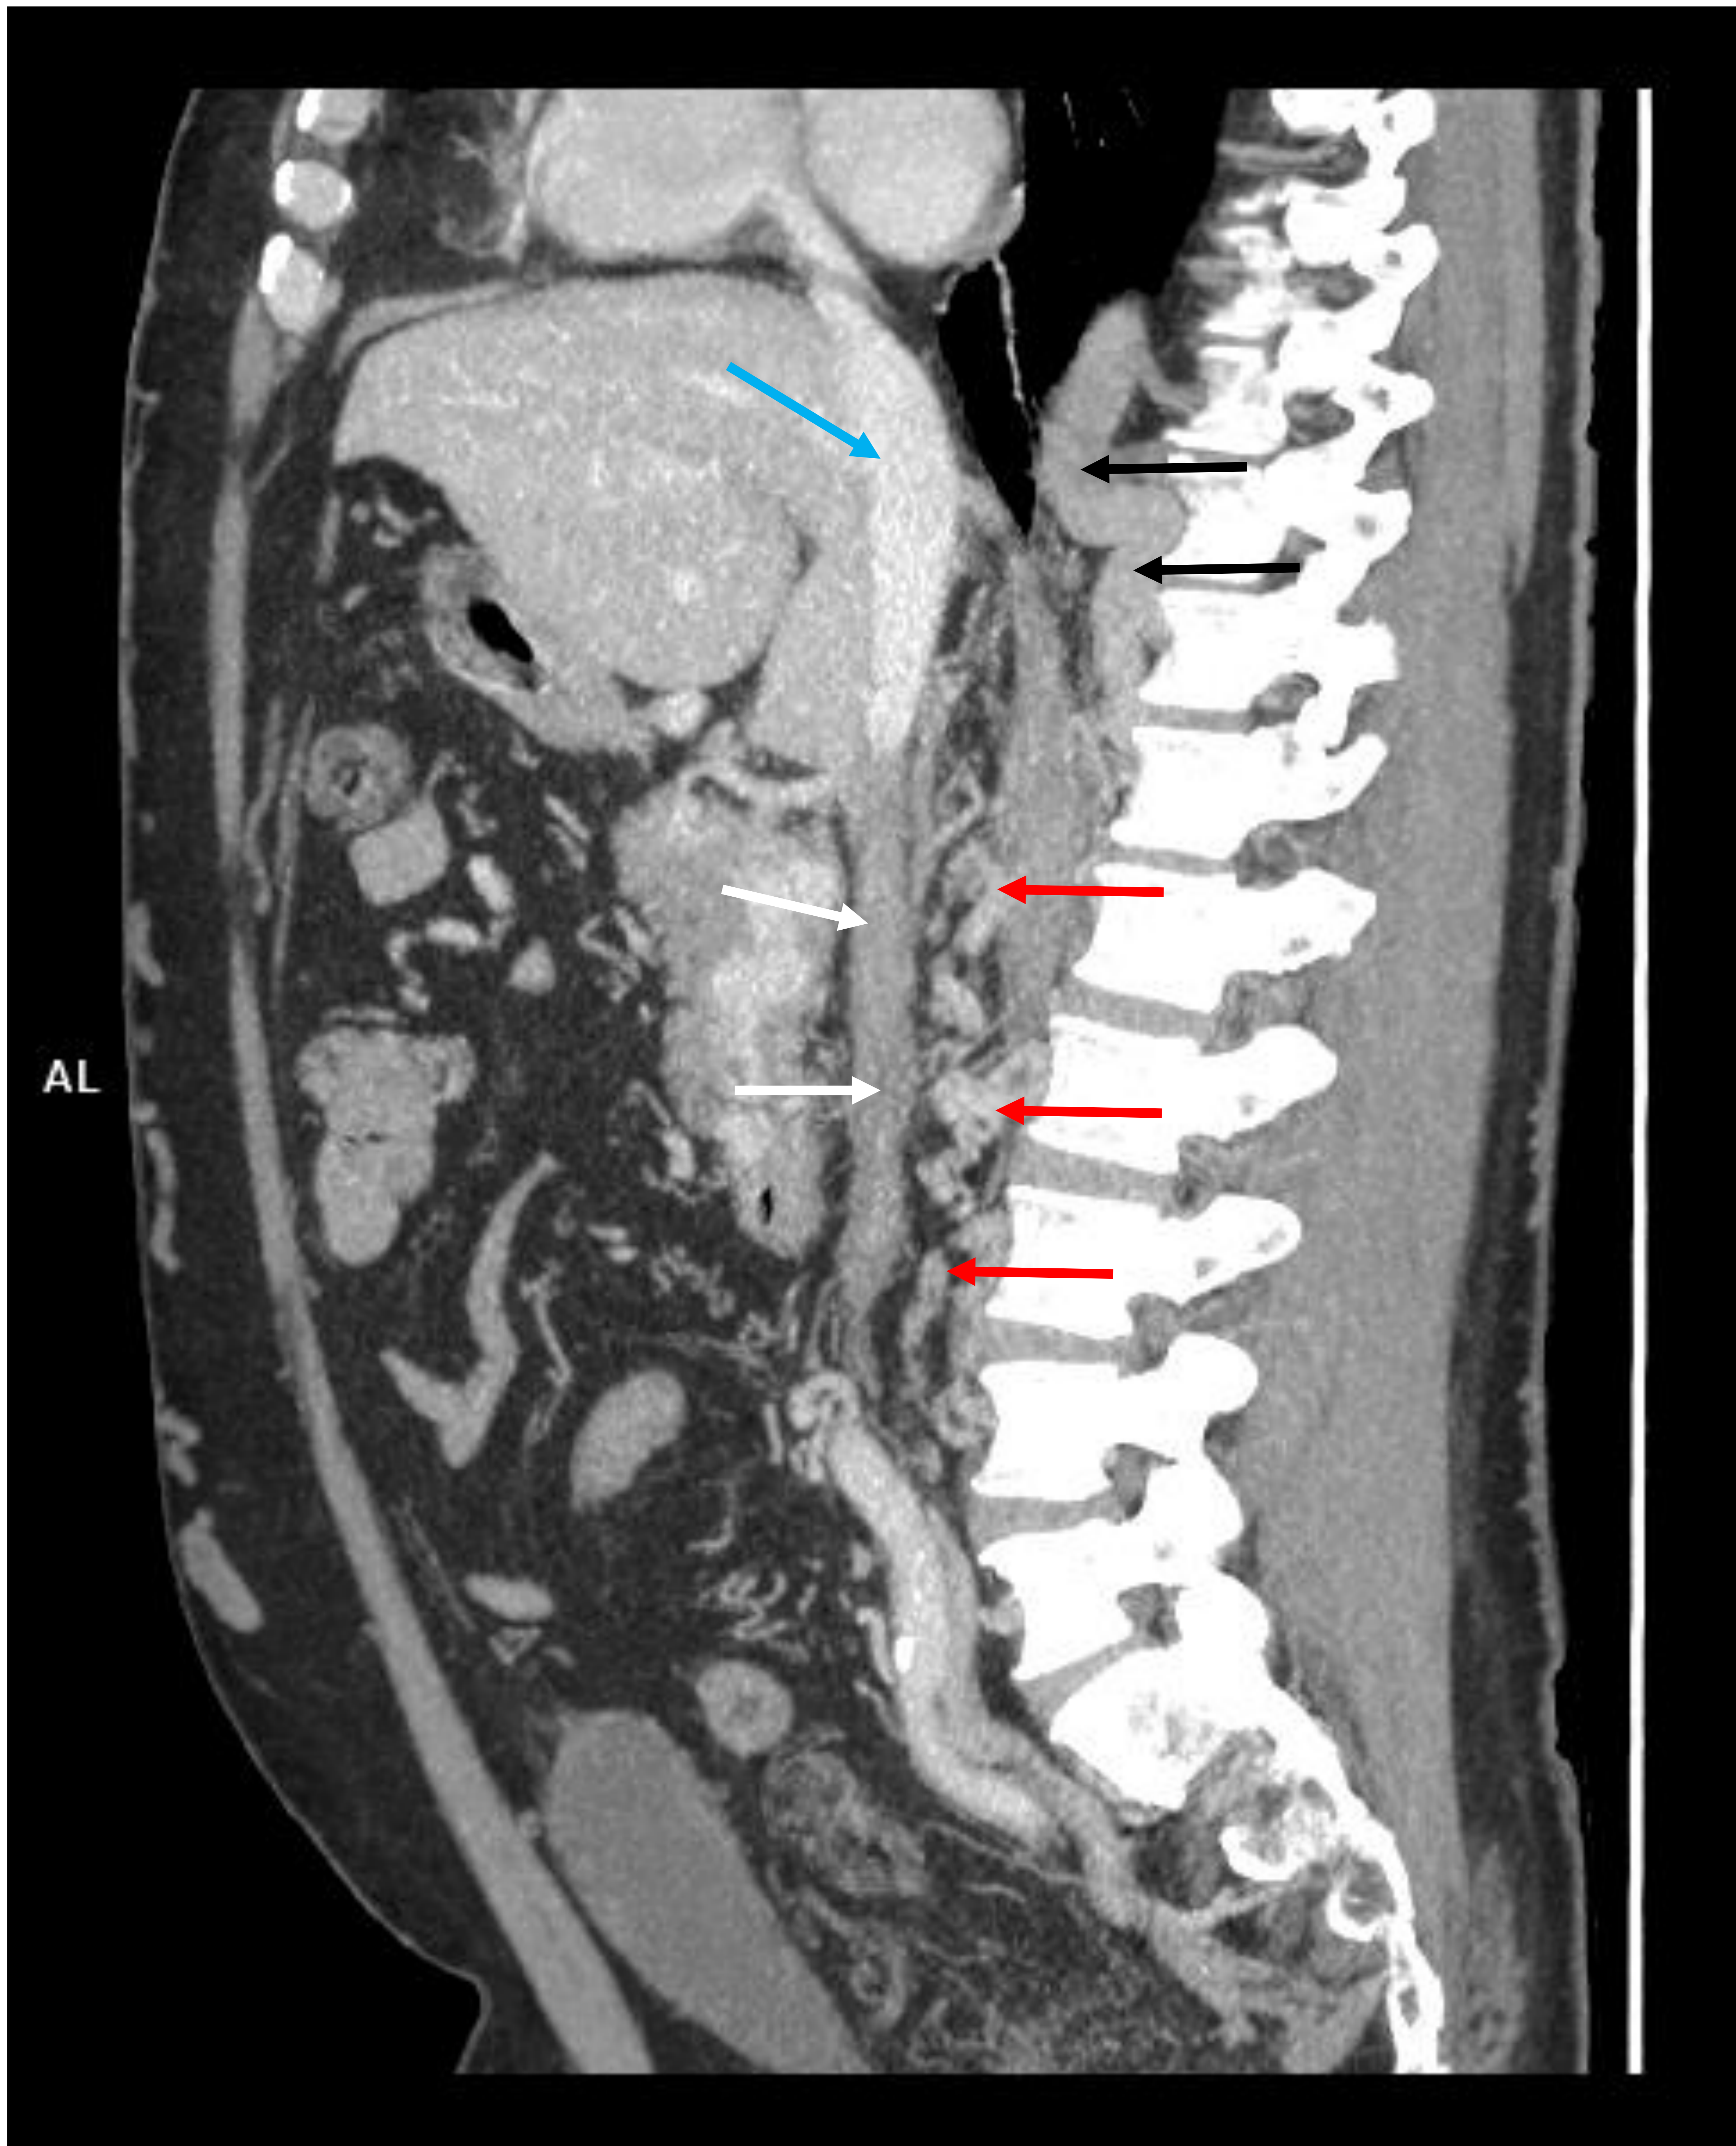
Imagen sagital de TC con CIV en el que no se identifica contraste en la porción infrarrenal de la VCI (flecha blanca) con persistencia de la porción hepática (flecha azul), presencia de múltiples colaterales del sistema ácigos (flechas rojas) y dilatación de la vena lumbar (flechas negras).
